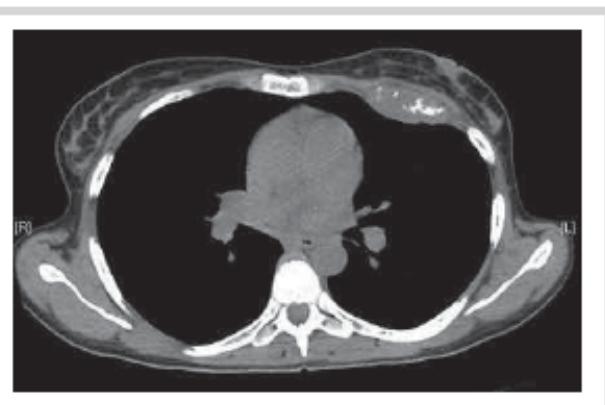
Компьютерная томограмма грудной клетки.
